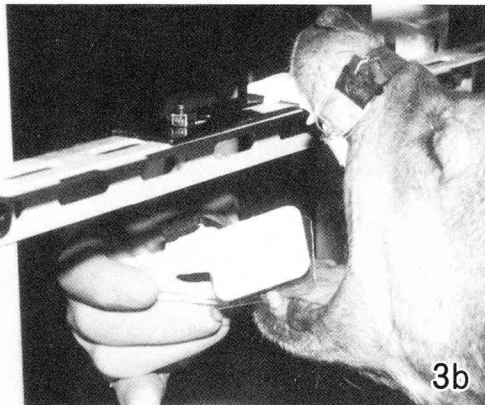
Bite-plate for fixation of X-ray film.
